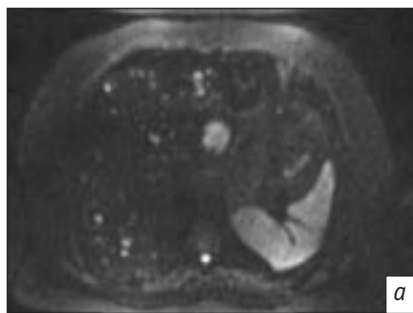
МРТ, диффузионно-взвешенные изображения, аксиальная плоскость:
